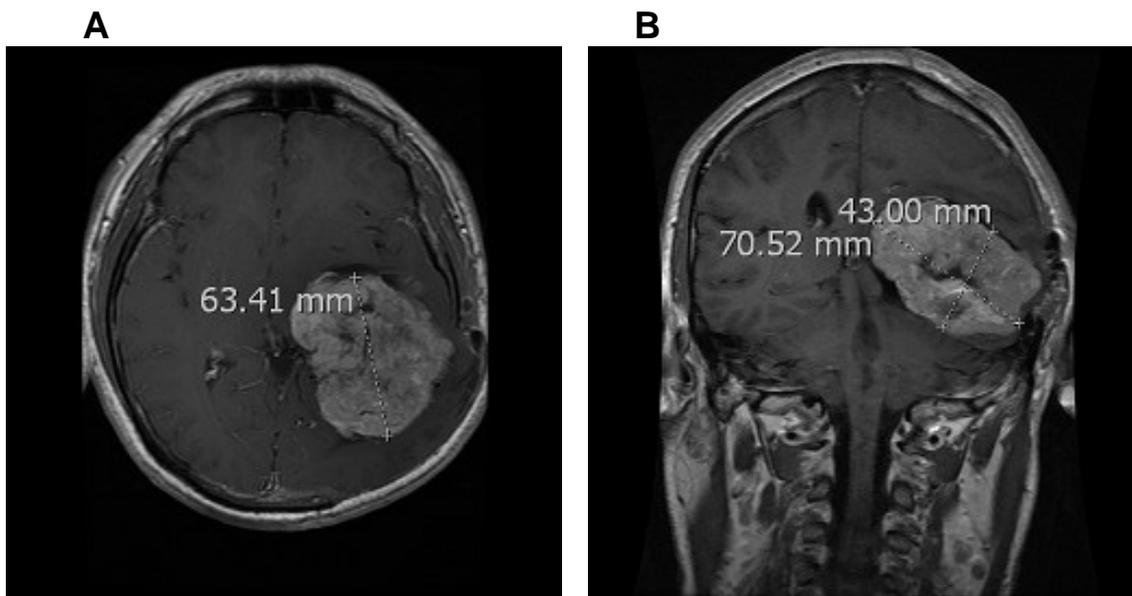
IRM representativa. Paciente 1 (D.F.G.), A= axial y B= coronal.
